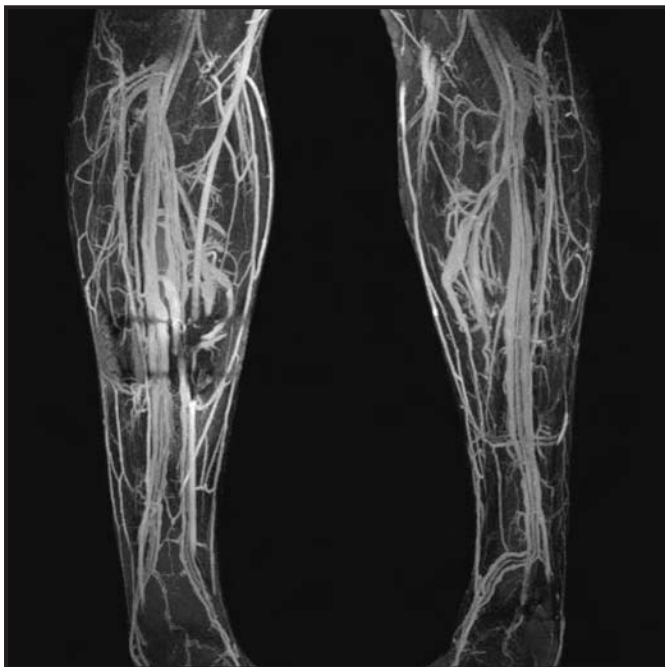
RM de alta resolución de las piernas. Imagen angio-RM MIP del sector de las piernas en la fase de equilibrio después de la sustracción. Se observa realce del sistema arterial y venoso. Existe artefacto metálico en la pierna derecha con distorsión focal de la imagen.
